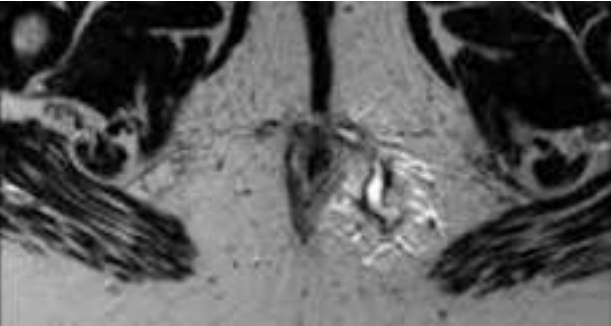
Fistulas transefiterianas en resonancia magnetica.
